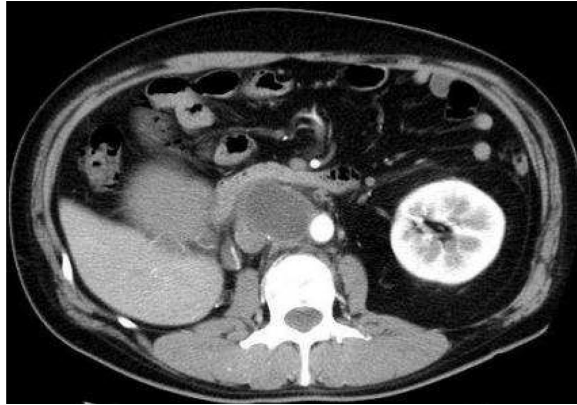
Massive lymph node swelling (5 cm in diameter) was also demonstrated on CT.
